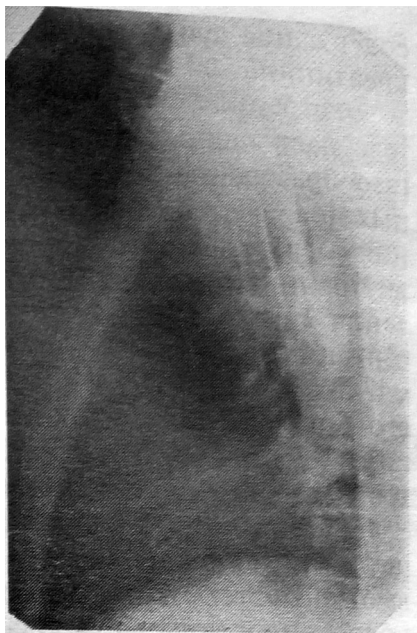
Левая рентгенограмма: гнойный перикардит, правосторонняя эмпиема плевры
